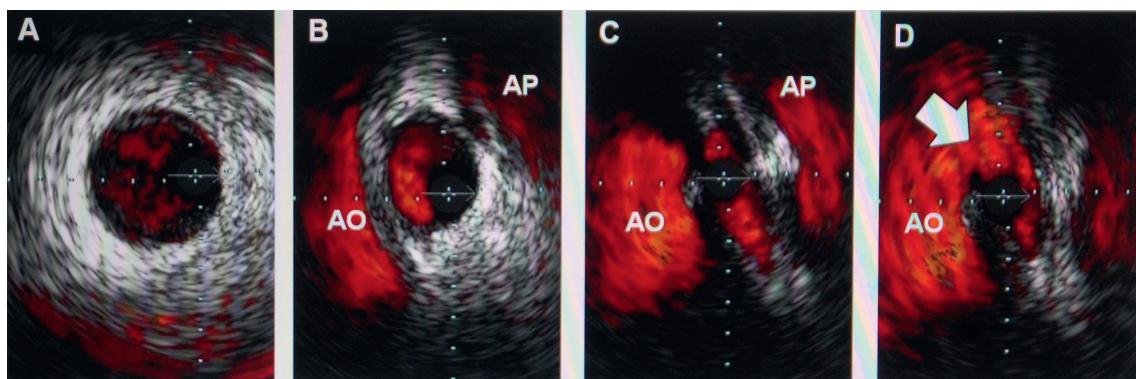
Images échographiques endocoronaires d'une connexion coronaire droite dans le sinus controlatéral avec un trajet préaortique et un passage intramural aortique. Panel A : trajet dans le sillon auriculoventriculaire ; panel B : trajet entre l'artère pulmonaire (AP) et l'aorte (AO) ; panel C : passage intramural aortique ; panel D : ostium (flèche blanche).
